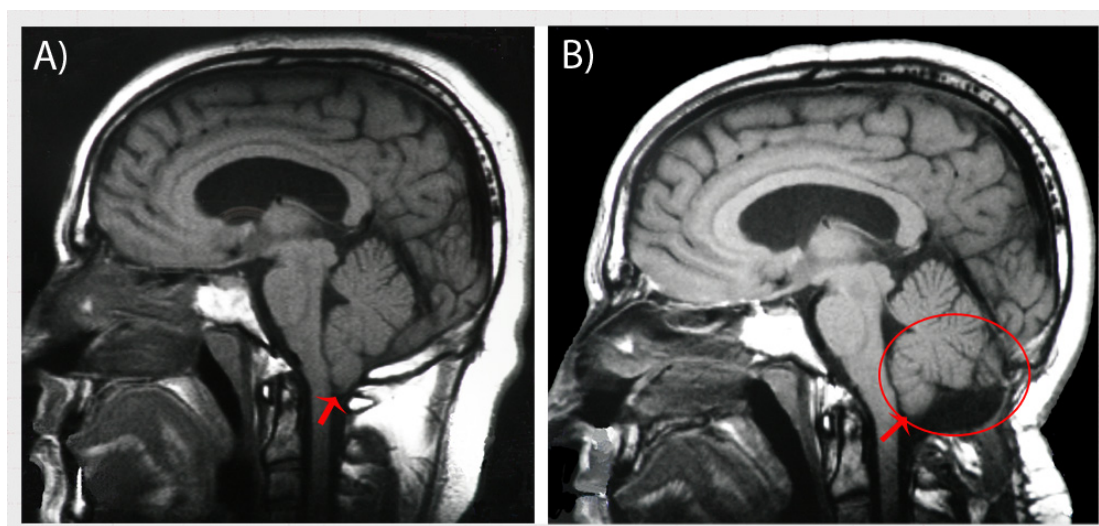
IRM d'abans (A) i després (B) de la reconstrucció de la FCP. En el cercle s'aprecia la craniectomia suboccipital amb la cisterna magna reconstruïda. Les fletxes assenyalen la punta de les amígdals cerebel·loques que, a causa de la reconstrucció, es troben molt més amunt.
